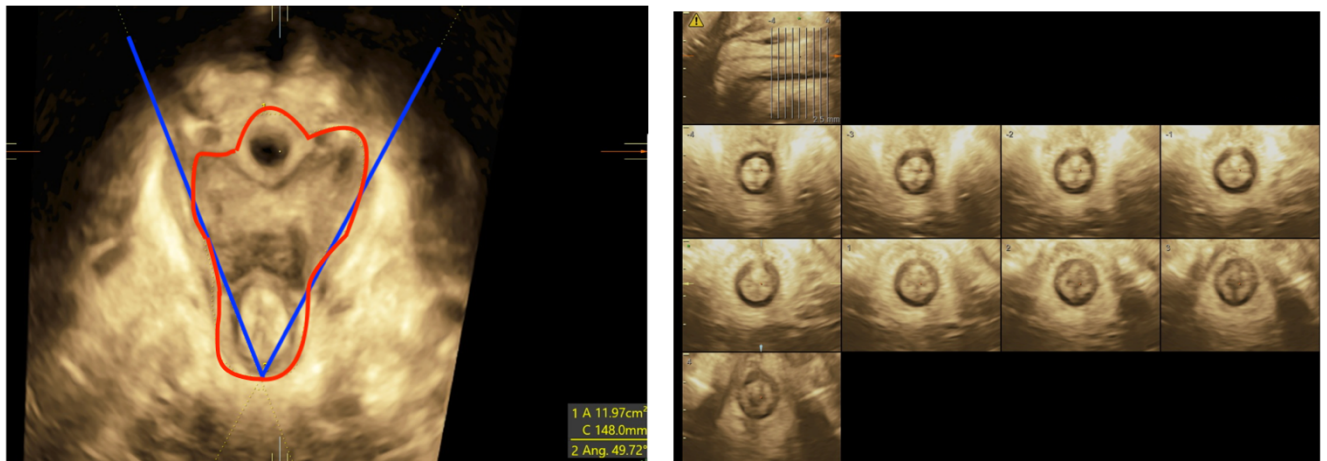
surface et angle du hiatus urogénital, aspect des sphincters externe et interne en échographie transpérinéale
